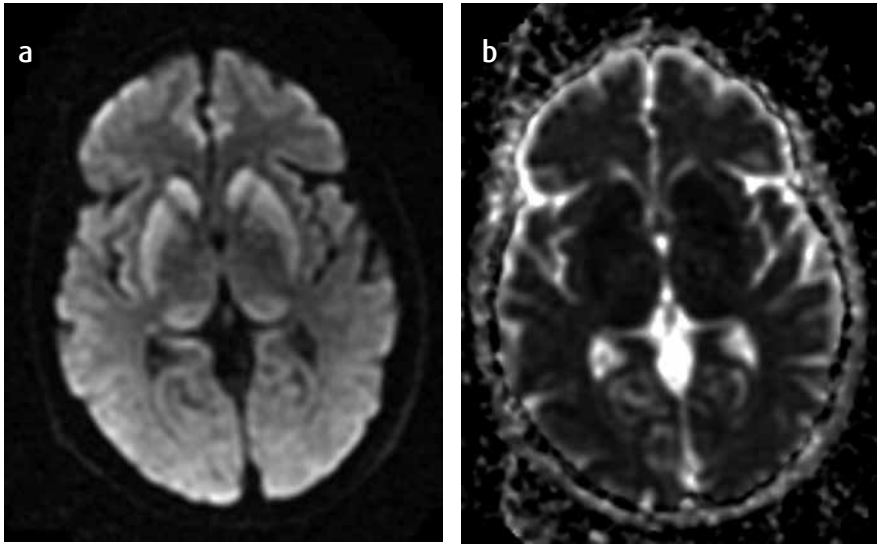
a) y b) Secuencias de difusión (DWI y ADC) axiales. Demuestran restricción en los ganglios basales y de los tálamos, con comportamiento de alta intensidad en DWI y de baja intensidad en el mapa ADC.
